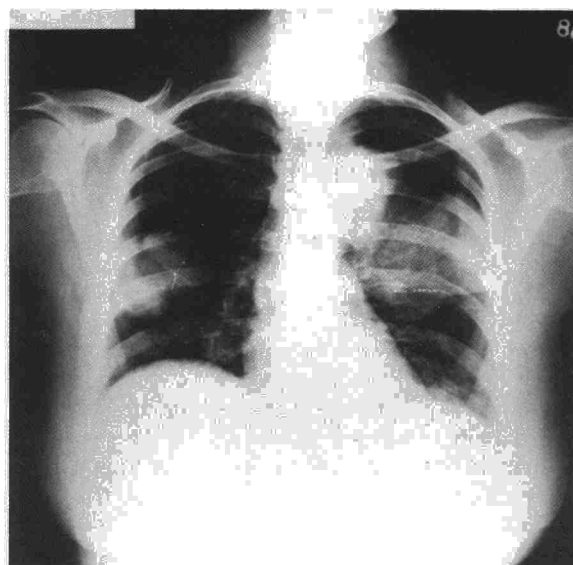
Leiomiomatosis pulmonar múltiple. Radiografía posteroanterior de tórax.
